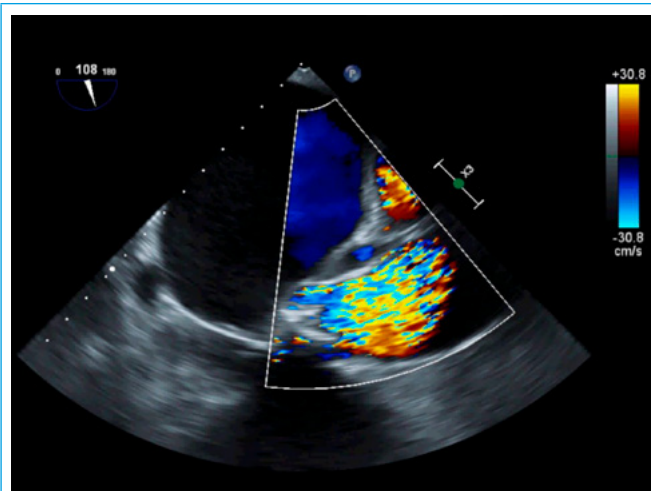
Detalle de la lesión de la raíz aórtica en la imagen de Doppler Color
